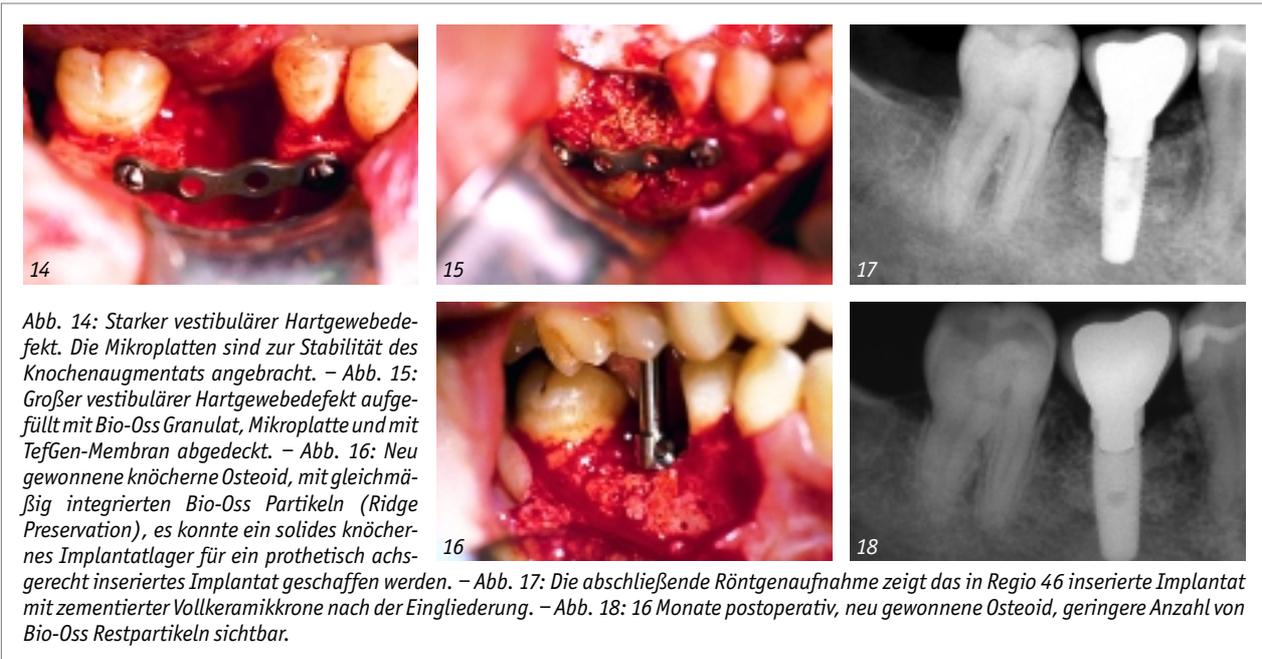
Starker vestibulärer Hartgewebedefekt. Die Mikroplatten sind zur Stabilität des Knochenaugmentats angebracht. – Abb. 15: Großer vestibulärer Hartgewebedefekt aufgefüllt mit Bio-Oss Granulat, Mikroplatte und mit TefGen-Membran abgedeckt. – Abb. 16: Neu gewonnene knöcherner Osteoid, mit gleichmäßig integrierten Bio-Oss Partikeln (Ridge Preservation), es konnte ein solides knöchernes Implantatlager für ein prothetisch achsgerecht inseriertes Implantat geschaffen werden. – Abb. 17: Die abschließende Röntgenaufnahme zeigt das in Regio 46 inserierte Implantat mit zementierter Vollkeramikkrone nach der Eingliederung. – Abb. 18: 16 Monate postoperativ, neu gewonnene Osteoid, geringere Anzahl von Bio-Oss Restpartikeln sichtbar.
